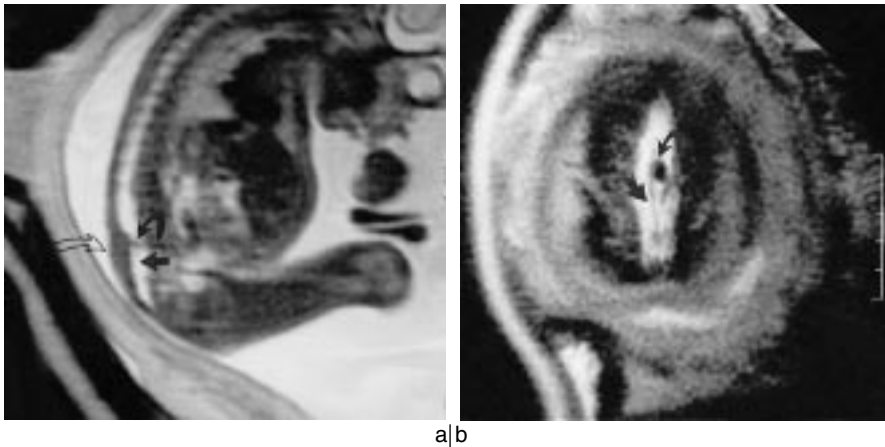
IRM en coupe sagittale (a) et coronale (b) du rachis, en T2, à 28 SA. Canal rachidien lombo-sacré élargi (flèche noire), avec présence d'un éperon osseux transverse (flèche courbe). Épaississement cutané en regard (flèche blanche).
